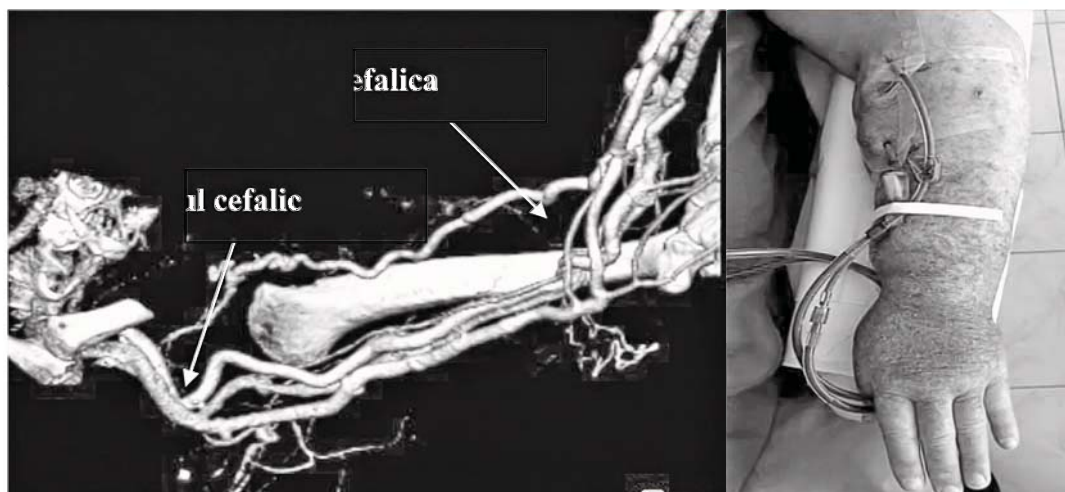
Stenoza la nivelul arcului cefalic: 3-D angio-CT.
